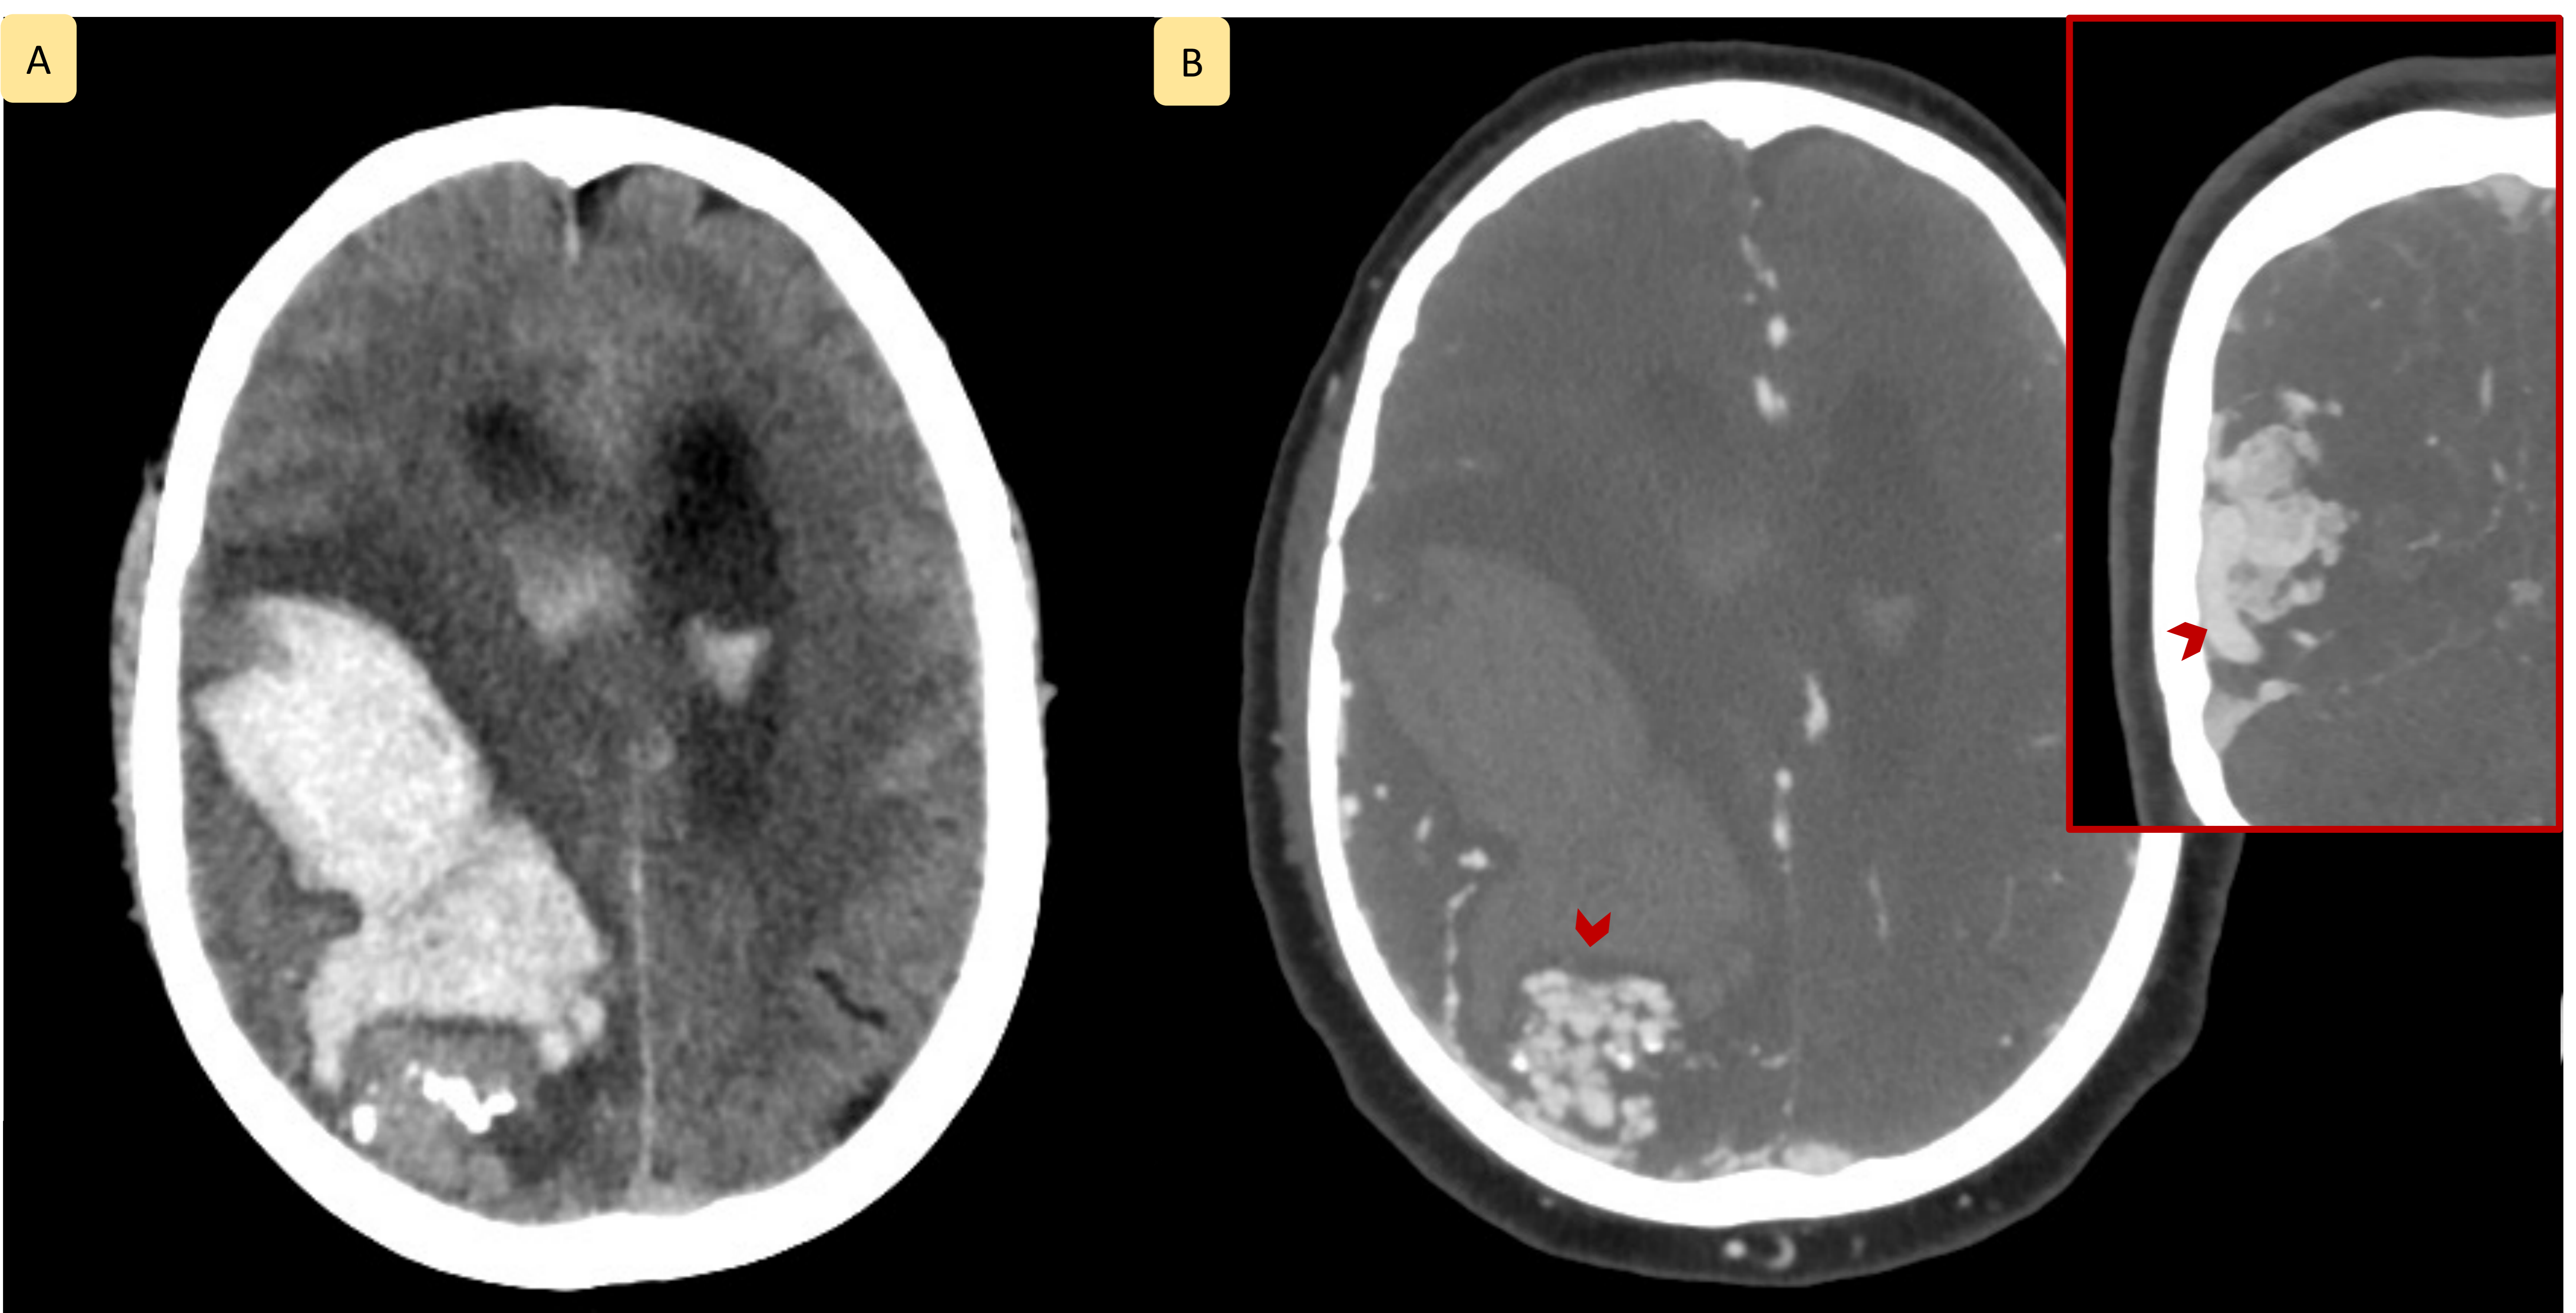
Hombre de 31 años. (A) TC sin contraste que muestra hematoma intraparenquimatoso de gran tamaño centrado en región frontoparietal derecha, con extensión al espacio subaracnoideo y apertura intraventricular. Se observa una lesión espontáneamente hiperdensa, con calcificaciones asociadas que, en el estudio angio-Tc corresponde a estructuras venosas dilatadas. (B) Angio-TC dónde se identifica nidus vascular con distensión de la vena de drenaje (flechas), hallazgos compatibles con malformación arterio-venosa.
